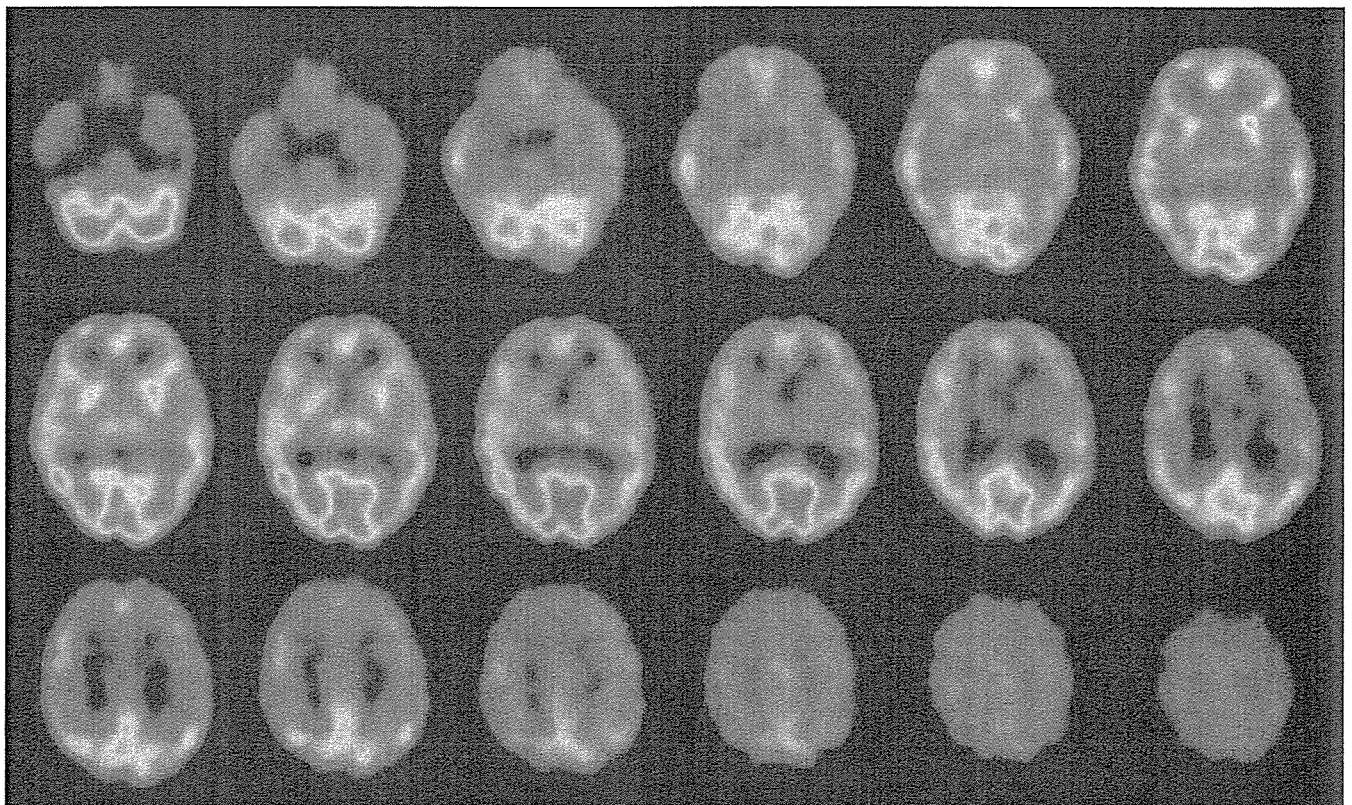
Axial ^{99m}Tc -ECD SPECT images at age 64
